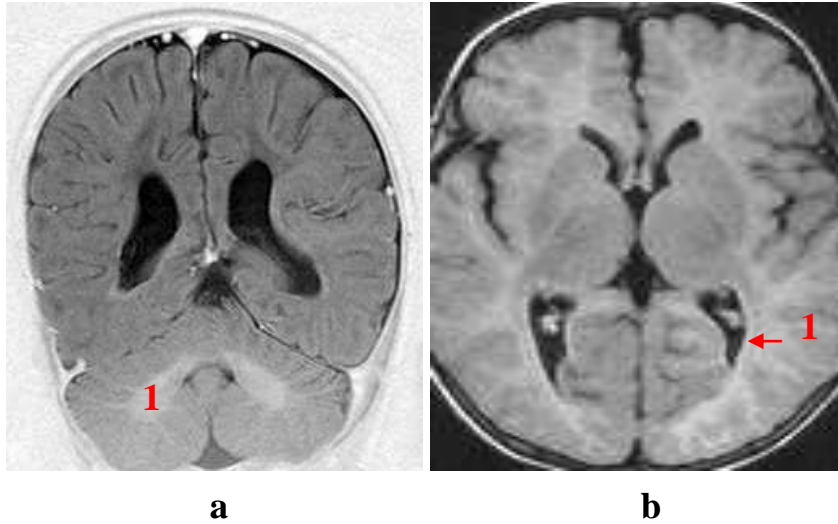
Zones myélinisées à l'IRM en SEpT1 [31]
